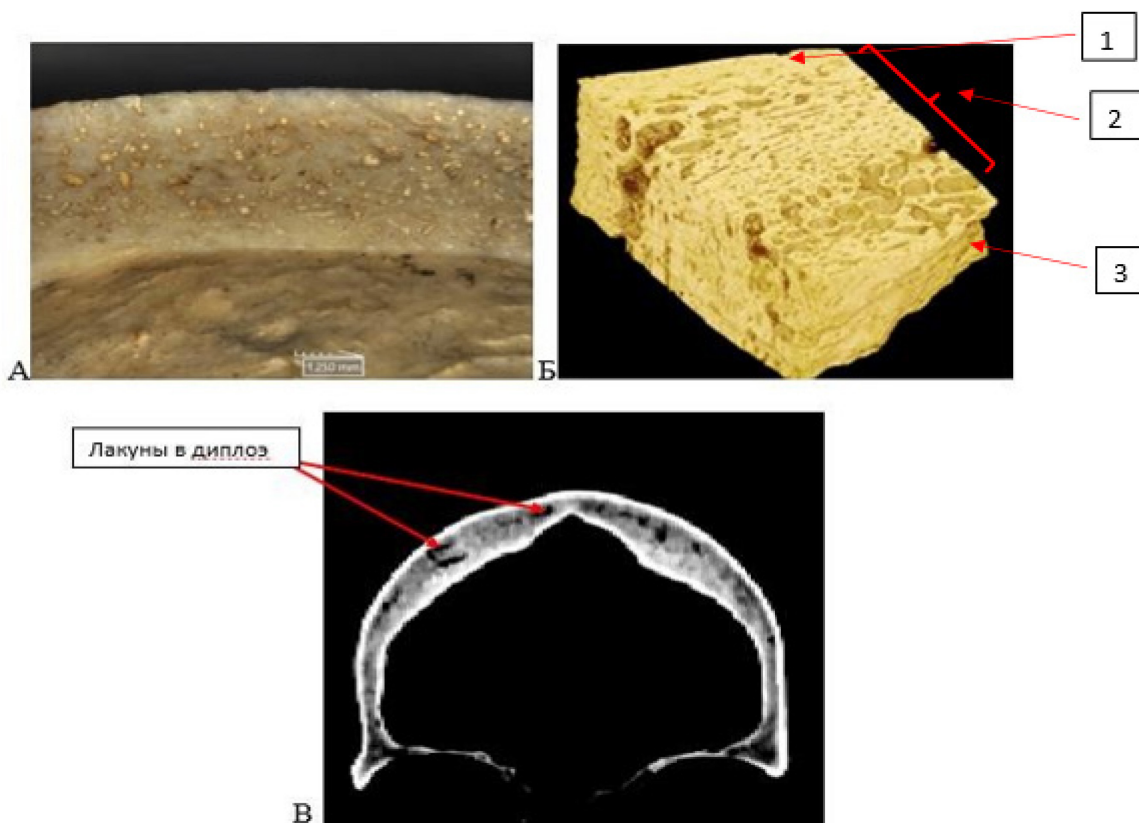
НFI тип С: морфология слоев лобной кости. А – Фрагмент лобной кости при НFI тип С, индивидуум № 22-11, Саргатская культура, III-V вв. н.э. (женщина, Senilis). Б – Строение фрагмента лобной кости с признаками НFI тип С по данным микрокомпьютерной томографии (Cvetković et al., 2020). Стрелками указана неизменная наружная пластинка лобной кости (1), уплотненный слой диплоэ (2) и внутренняя пластинка лобной кости, на границе которой виднеются множественные очаги деструкции (3) В – Фронтальный срез компьютерной томографии (индивидуум № 22-11, Саргатская культура, III-V вв. н.э. (женщина, Senilis), где видно, что диплоэ значительно уплотнено и имеются крупные «пустые» участки (лакуны)
